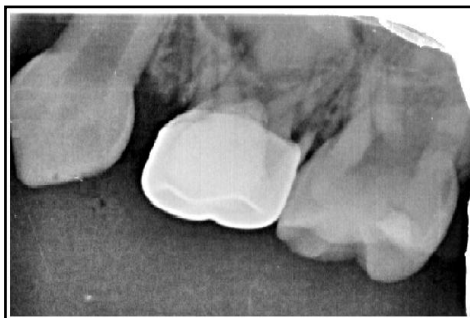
Radiografía de la corona de acero inoxidable pieza 9p
